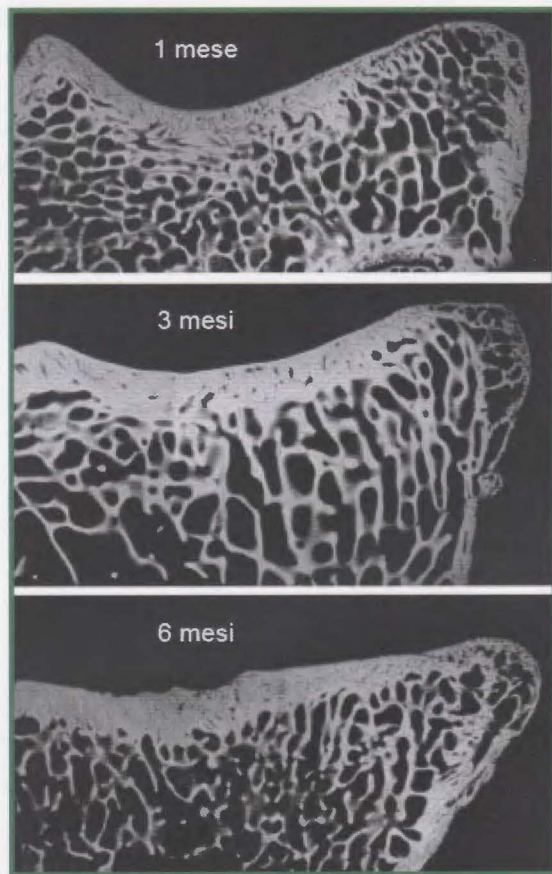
Microradiografia di osso subcondrale di un modello sperimentale di artrosi di ginocchio nella capra. È evidente che con la progressione dell'artrosi si verifica la comparsa di osteofiti marginali ed un aumento di spessore dell'osso corticale (ingrandimento 10x, per gentile concessione della Prof. A. Favia, Dipartimento di Anatomia Umana e Istologia, Bari).
